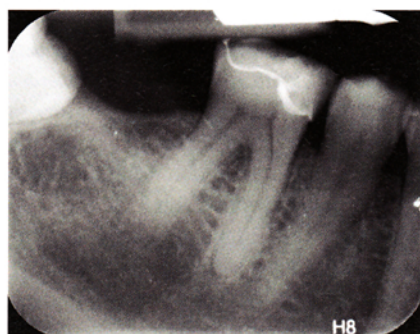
Diagnostische Röntgenaufnahme: Zustand von Zahn 46 zu Beginn der Behandlung. Der Patient hatte intermittierende, zum Teil ausstrahlende Schmerzen 4 Monate nach Versorgung mit einem Keramik-Inlay mit zuvor erfolgter kleinflächiger Pulpaeröffnung. Der röntgenologische Zustand des Keramik-Inlays war einwandfrei, weshalb es belassen wurde.
